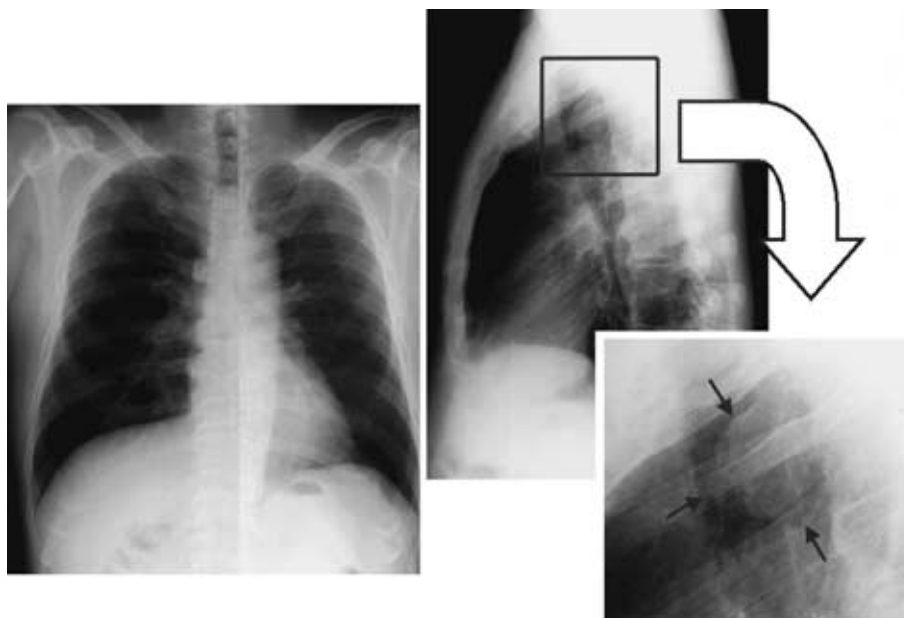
Chest radiograph on admission showing a tumor arising from the posterior side of the middle portion of the trachea (arrows)
